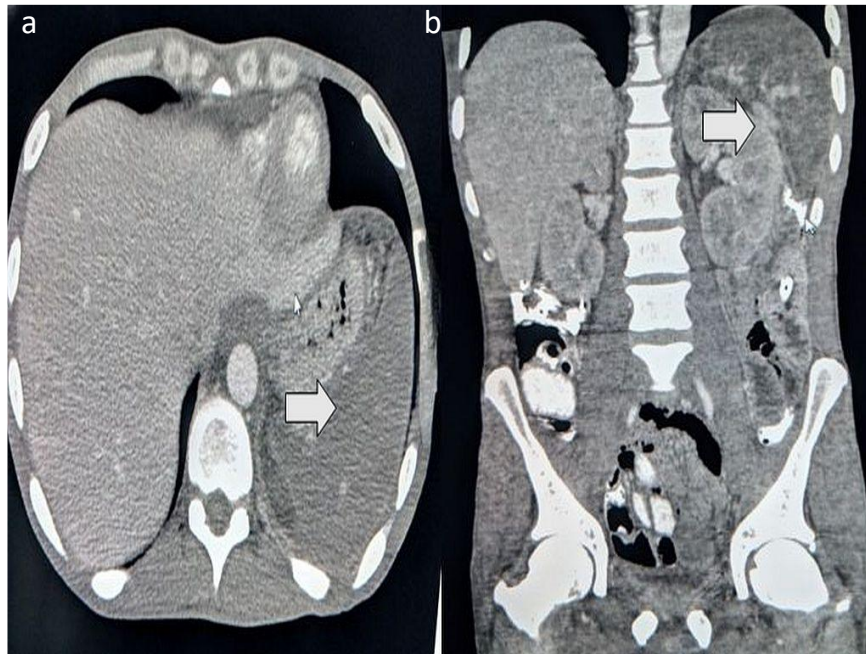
Imágenes 1a) coronales y 1b) axiales de tomografía computarizada de abdominopélvica que muestra infarto esplénico masivo caracterizado por bazo hipodenso en forma difusa (flecha).
